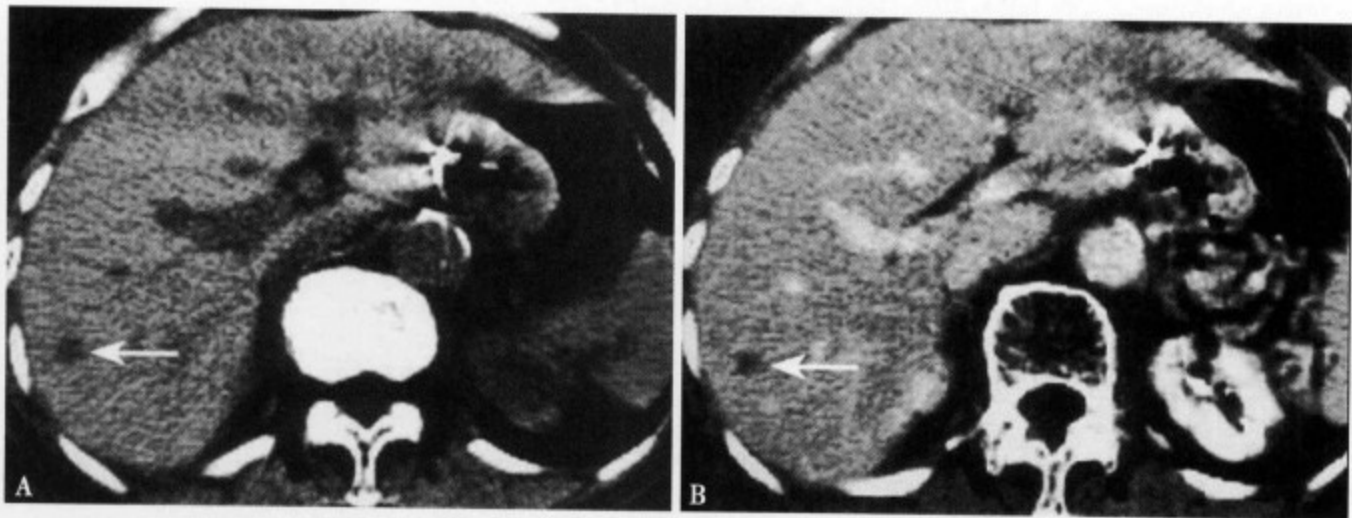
肝结核球：CT 平扫 (A) 肝右叶后段近肝缘部显示类圆形低密度灶，边缘清楚；增强 CT (B) 病灶无强化
